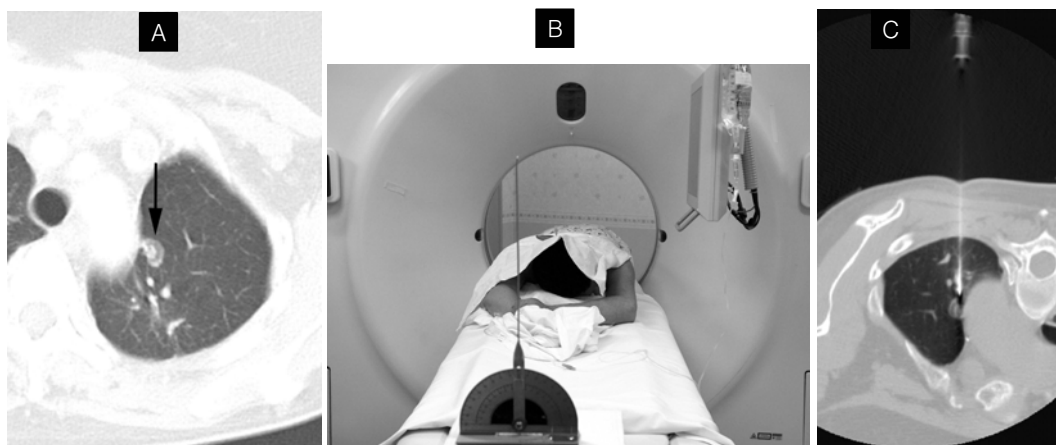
The CT-guided transthoracic needle biopsy for a metastatic lung cancer after the left upper lobectomy.
